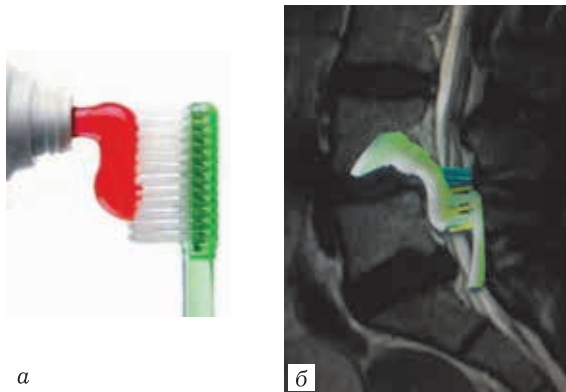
Симптом «зубной пасты» (а); магнитно-резонансная томограмма в сагиттальной плоскости (б)
